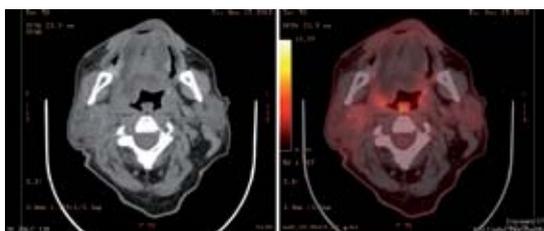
Tomografía computada por emisión de positrones que muestra captación en la úvula.
